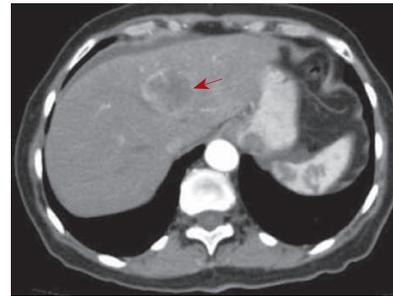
Компьютерная томография. Очаг метастазирования в левой доле печени (указан стрелкой)
